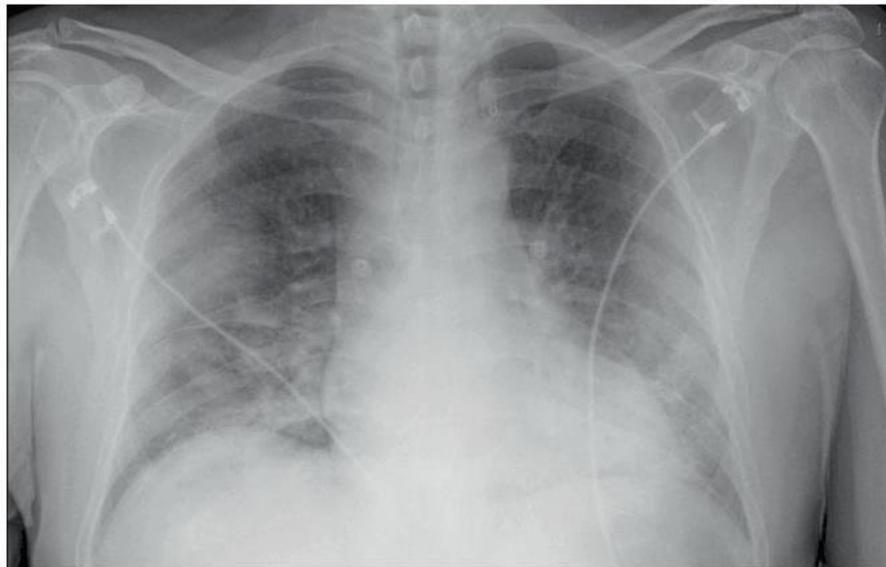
Radiographie de thorax : pneumopathie avéolointerstitielle bilatérale prédominant aux basse chez un covid + .[22]
